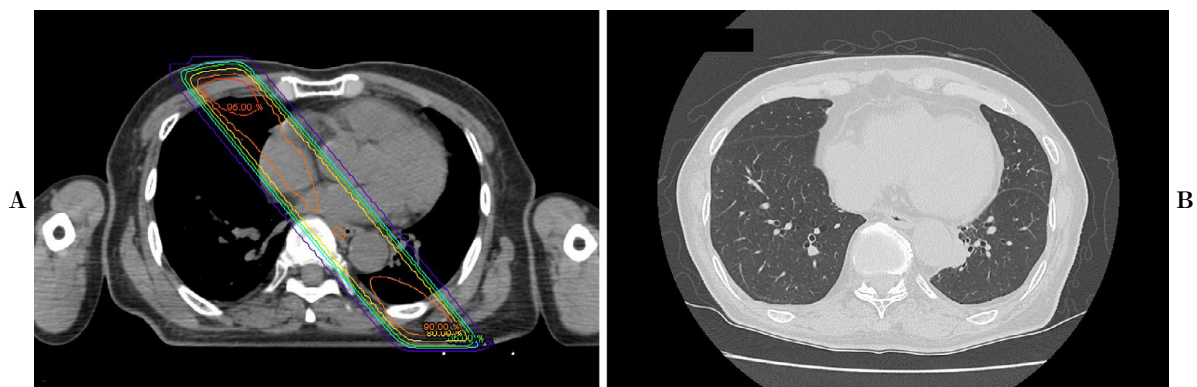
(A, B) Radiation dose distribution map and chest computed tomography show a solid nodule in left S¹⁰ within the irradiated field.
